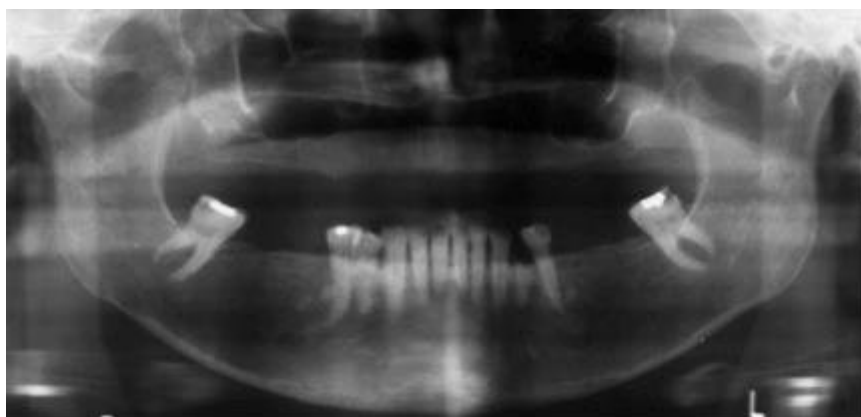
Radiografia panorâmica (osteoporose)
